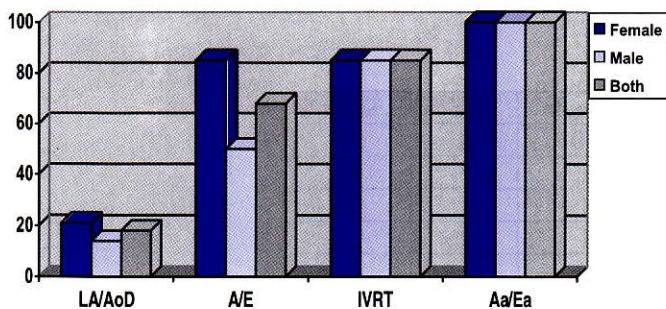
Comparison of accuracy of detection of LVDD using LA/AoD, A/E ratio by traditional Doppler, IVRT, and Aa/Ea ratio of MVAn using TDT.
